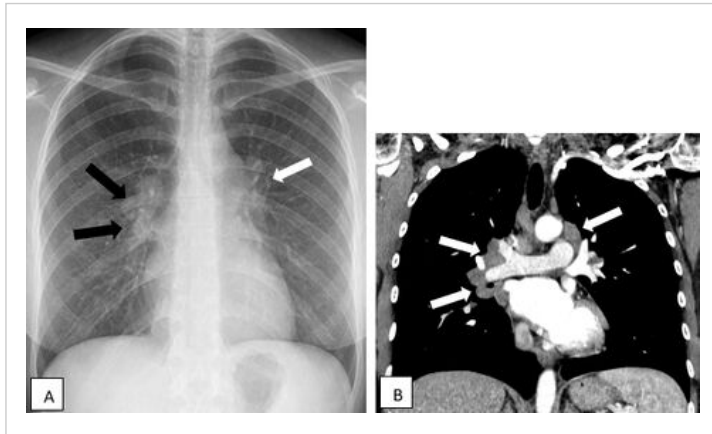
A. Déformation convexe du hile droit (flèches noires) et comblement de la fenêtre aorto-pulmonaire (flèche blanche) sur la radiographie de thorax. B. Adénomégalias hilaires droites et de la fenêtre aorto-pulmonaire sur la TDM thoracique en reconstruction coronale (flèches). Sarcôidose médiastinale
